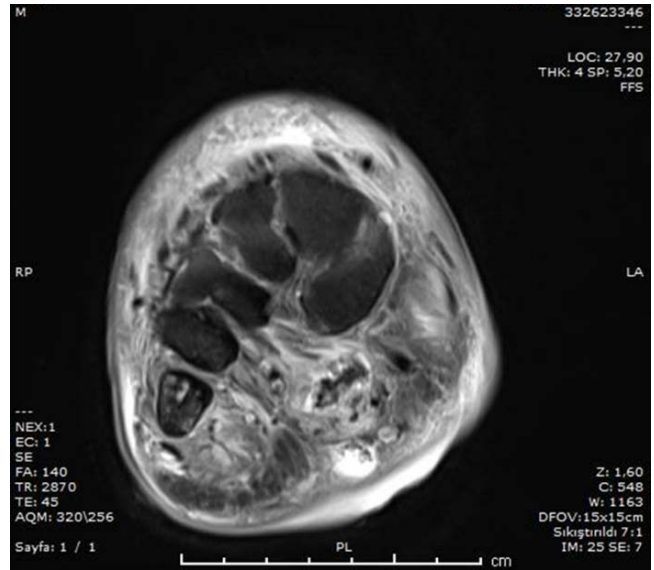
Axial T1 weighted MR images are compatible with the phalanges of the fifth finger and the fourth and fifth metatarsal bone osteomyelitis and accompanying soft tissue abscess formations.
